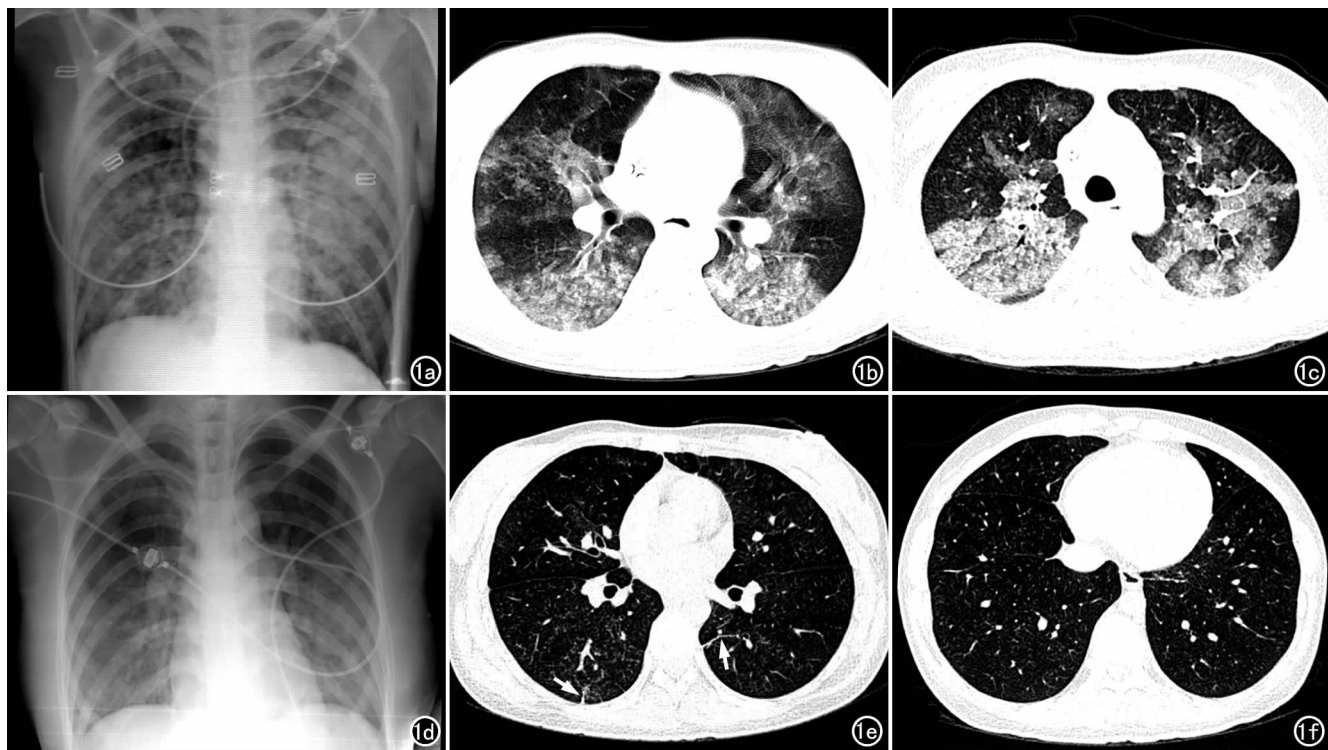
女,24岁。氯气中毒1个月内多次行胸片及CT检查。a)中毒后第2天床边胸片,示双肺透亮度弥漫性减低,肺内弥漫分布片状及云絮状高密度影,边缘模糊;b)中毒后第3天胸部CT,示双肺弥漫性磨玻璃密度背景下分布大片云絮状高密度影,可见充气支气管征,越靠背部(重力线方向)阴影分布越密集;c)中毒后第3天HRCT,示两肺阴影分布呈“地图状”,为多个实变的腺泡或肺小叶融合而成;d)中毒后第7天X线平片示双肺透亮度较前明显增加,但尚未完全恢复正常,肺内大片状及云絮状高密度影大部分吸收;e)中毒后第8天HRCT,示两肺大片状及云絮状高密度影基本吸收,肺内改变以大片磨玻璃密度影为主,伴有纤维条索影的出现(箭);f)中毒后第16天HRCT,示两肺残留散在腺泡结节样磨玻璃密度影。
